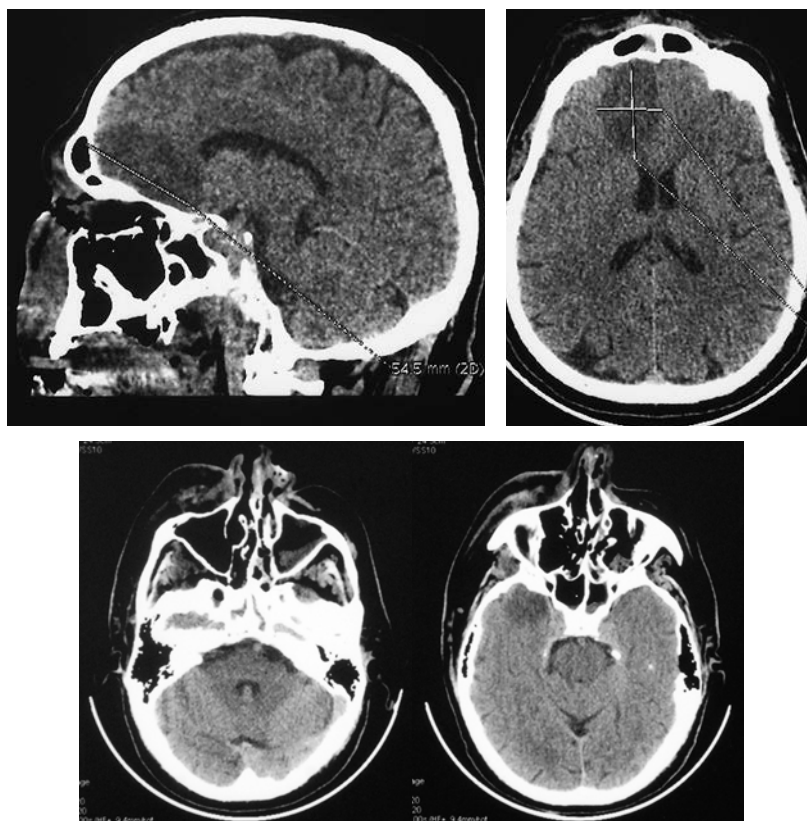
Деструктивные изменения в области правой орбиты и придаточных пазух носа, а также очаг поражения височной доли головного мозга на МСКТ у пациента Л., 63 лет, с риноцеребральной формой мукормикоза после перенесенной коронавирусной пневмонии
